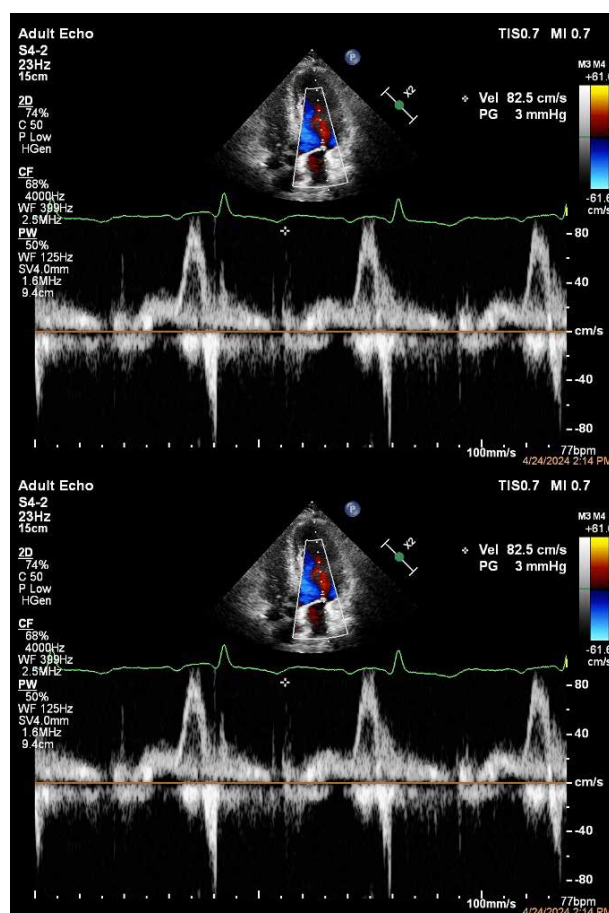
TTE - calcularea velocităților la nivelul valvei mitrale și a septului prin "tissue doppler".
